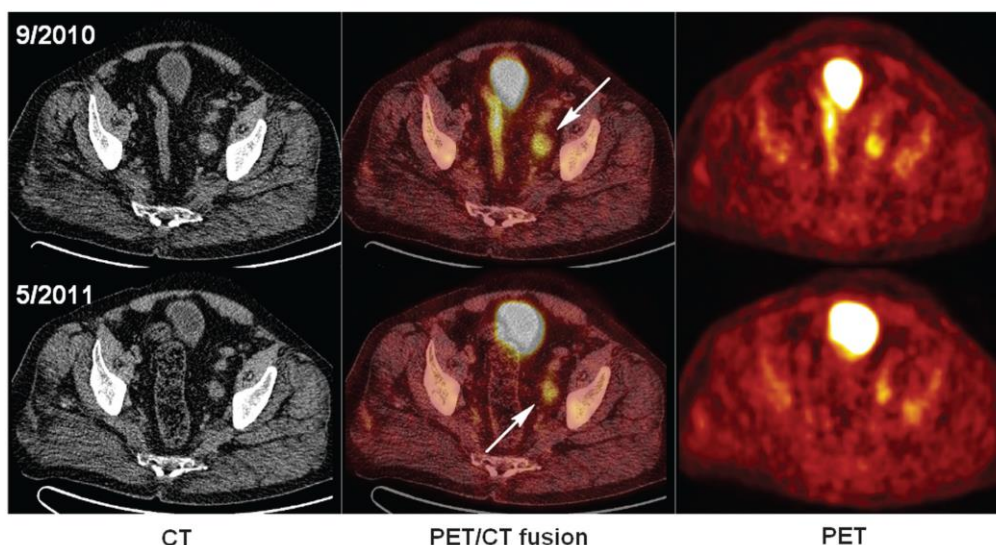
Regression of metabolic activity (SUVmax from 6.15 to 1.17) and size reduction (diameter from 29 mm to 23 mm) of the left iliac lymph node (white arrows) on PET/CT examination after 7.5 cycles of lenalidomide monotherapy.
